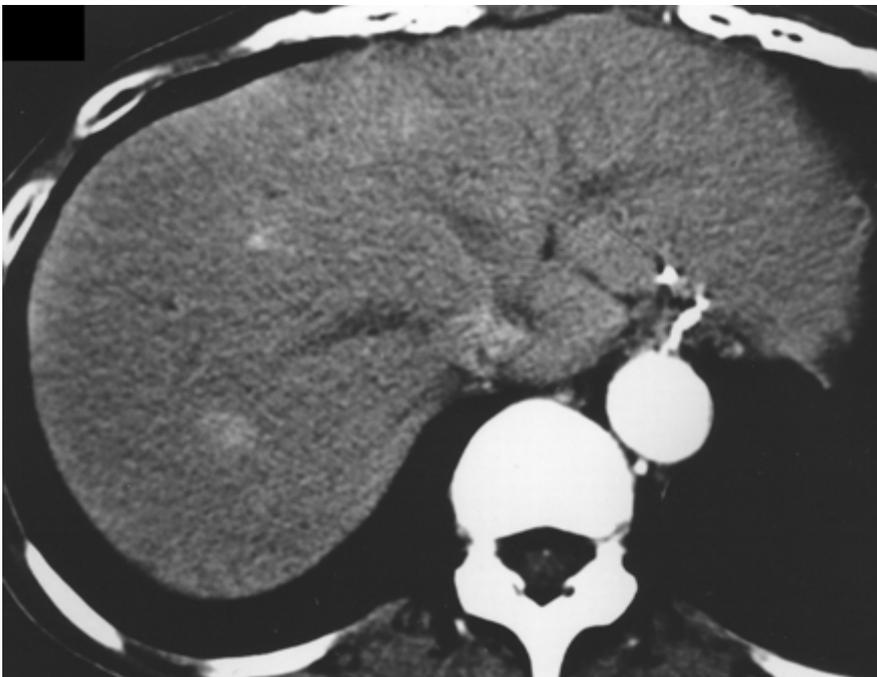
TAC dinámica en fase temprana de un paciente con colangitis secundaria a coledocolitiasis
